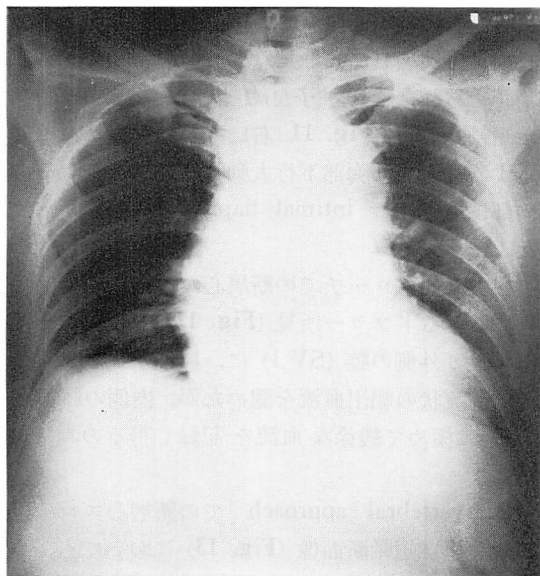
Chest X-ray of Case 1 showing marked dilatation of the aorta and cardiomegaly.
